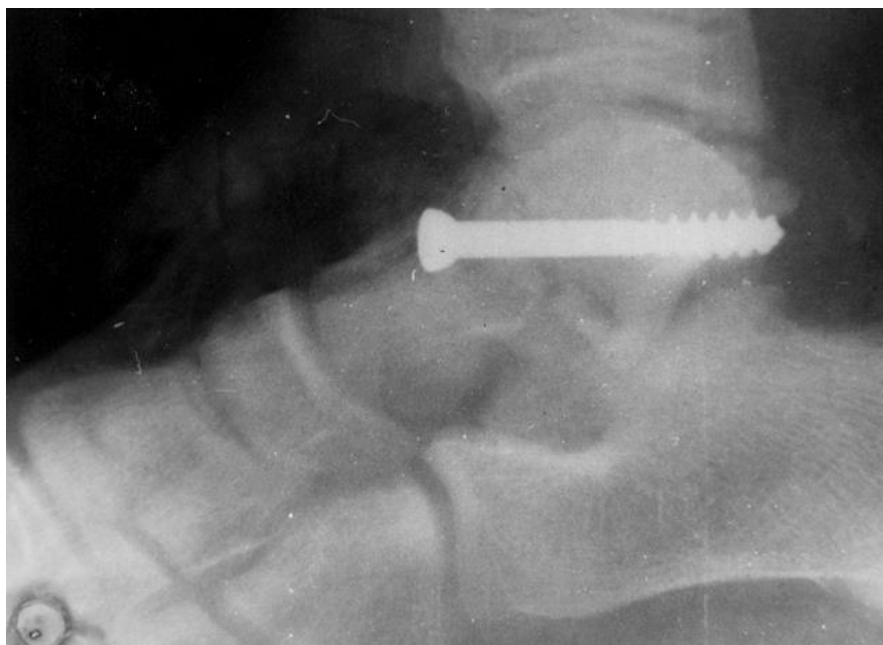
Фотоотпечаток с интраоперационной рентгенограммы корня стопы (профиль) б-го Б., 12 лет, и.б. №4841. Определяется анатомичное вправление фрагментов таранной кости с восстановлением конгруэнтности подтаранного сустава. Остеосинтез выполнен 1 спонгиозным винтом, винт введен близко к зоне перелома.
